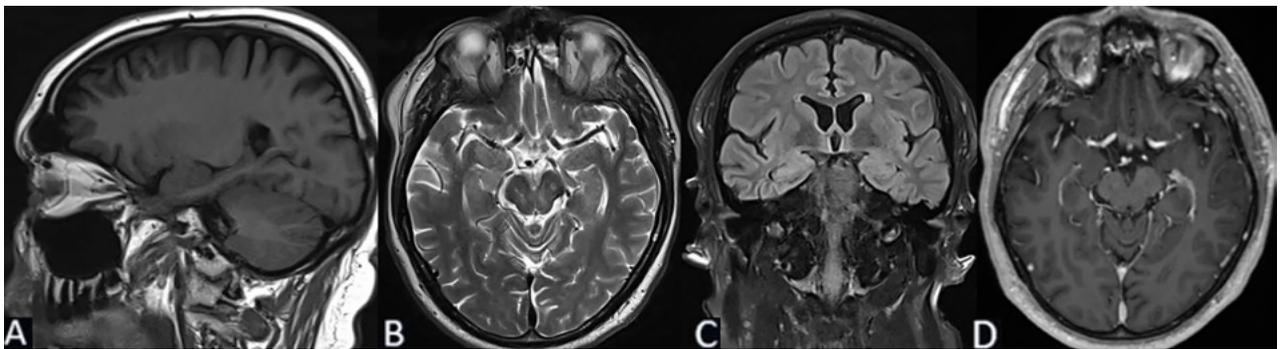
Caso 2: RM de cerebro. A) Secuencia T1. Corte sagital. B) Secuencia T2. Corte axial. C) Secuencia T2 "TIRM Dark Fluid". Corte coronal. D) Secuencia T1 con contraste. Corte axial.
